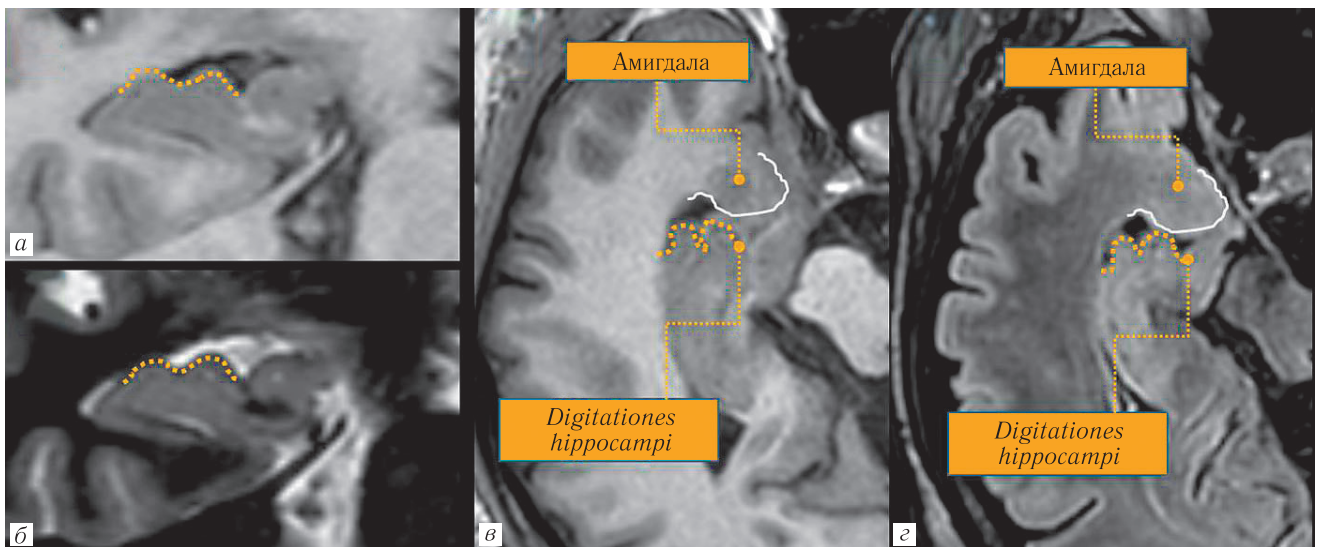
Нормальная МР-анатомия (3Т) головки правого гиппокампа и *digitationes hippocampi*: а — косокоронарная реконструкция в режиме Т1-ВИ; б — косокоронарная реконструкция в режиме Т2-ВИ; в — аксиальная проекция в режиме Т1-ВИ; г — аксиальная проекция в режиме FLAIR ИП
